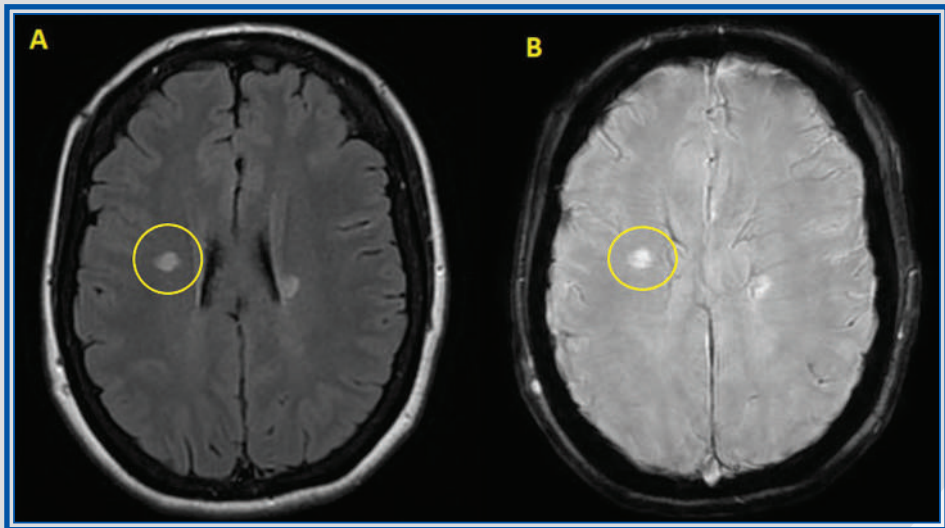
Capítulo 3. IRM de encéfalo con corte axial en secuencia SWI. Se observa lesión hiperintensa redonda, con presencia de una vena central hipointensa en su interior.
